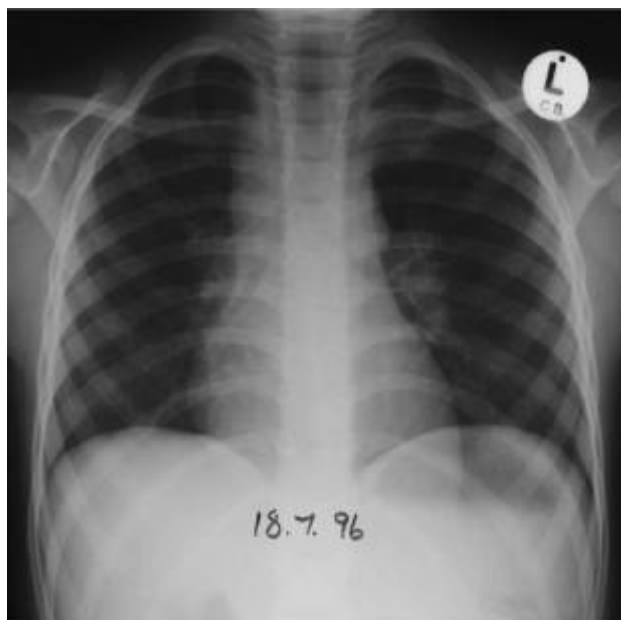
Подозрение на увеличение прикорневых и паратрахеальных лимфатических узлов. С большей уверенностью диагноз можно поставить после детального исследования бокового рентгеновского снимка грудной клетки (рис. 9).
